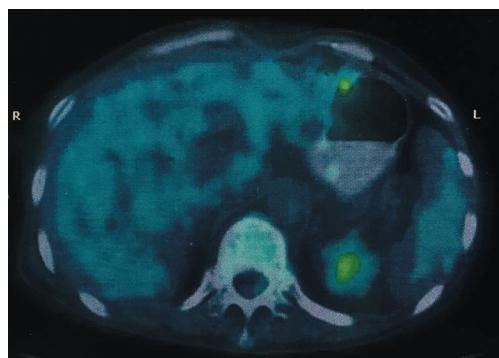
5个周期R-CHOP方案化疗后PET-CT检查结果(胃壁不规则增厚,部分放射性浓聚)
